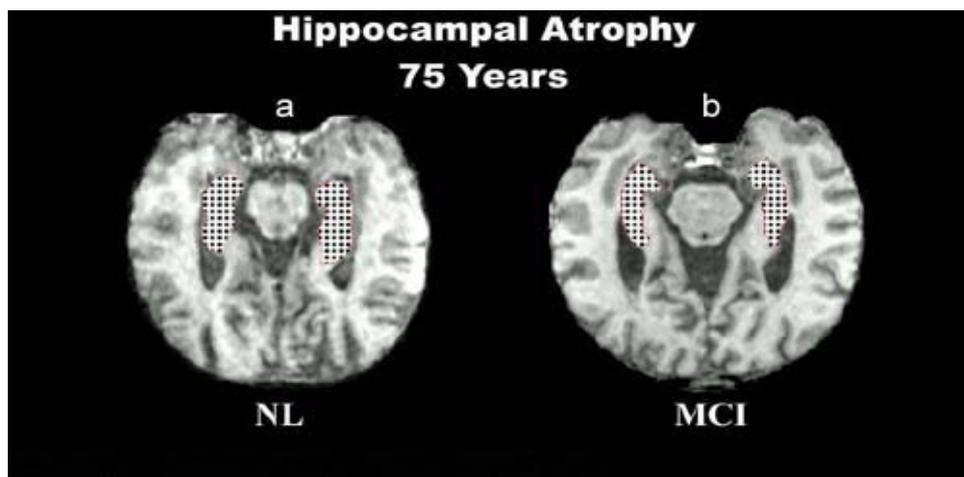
Comparaison des volumes des hippocampes en IRM chez une personne âgée normale(a) et un sujet MCI (b) (68)
